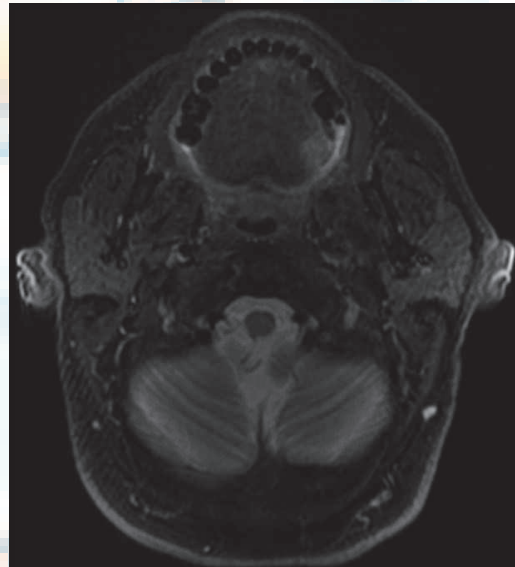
Corte axial de Resonancia Magnética. Tumor de 14x21x18mm de aspecto neoplásico y bordes mal definidos localizada en hemilengua izquierda y que parece no atravesar la línea media.
